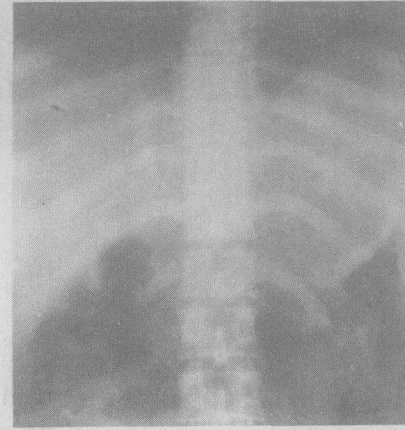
同图 5 病例,一个月后复查腹部平片示 stent 扩张良好,无移位(T11 水平)
